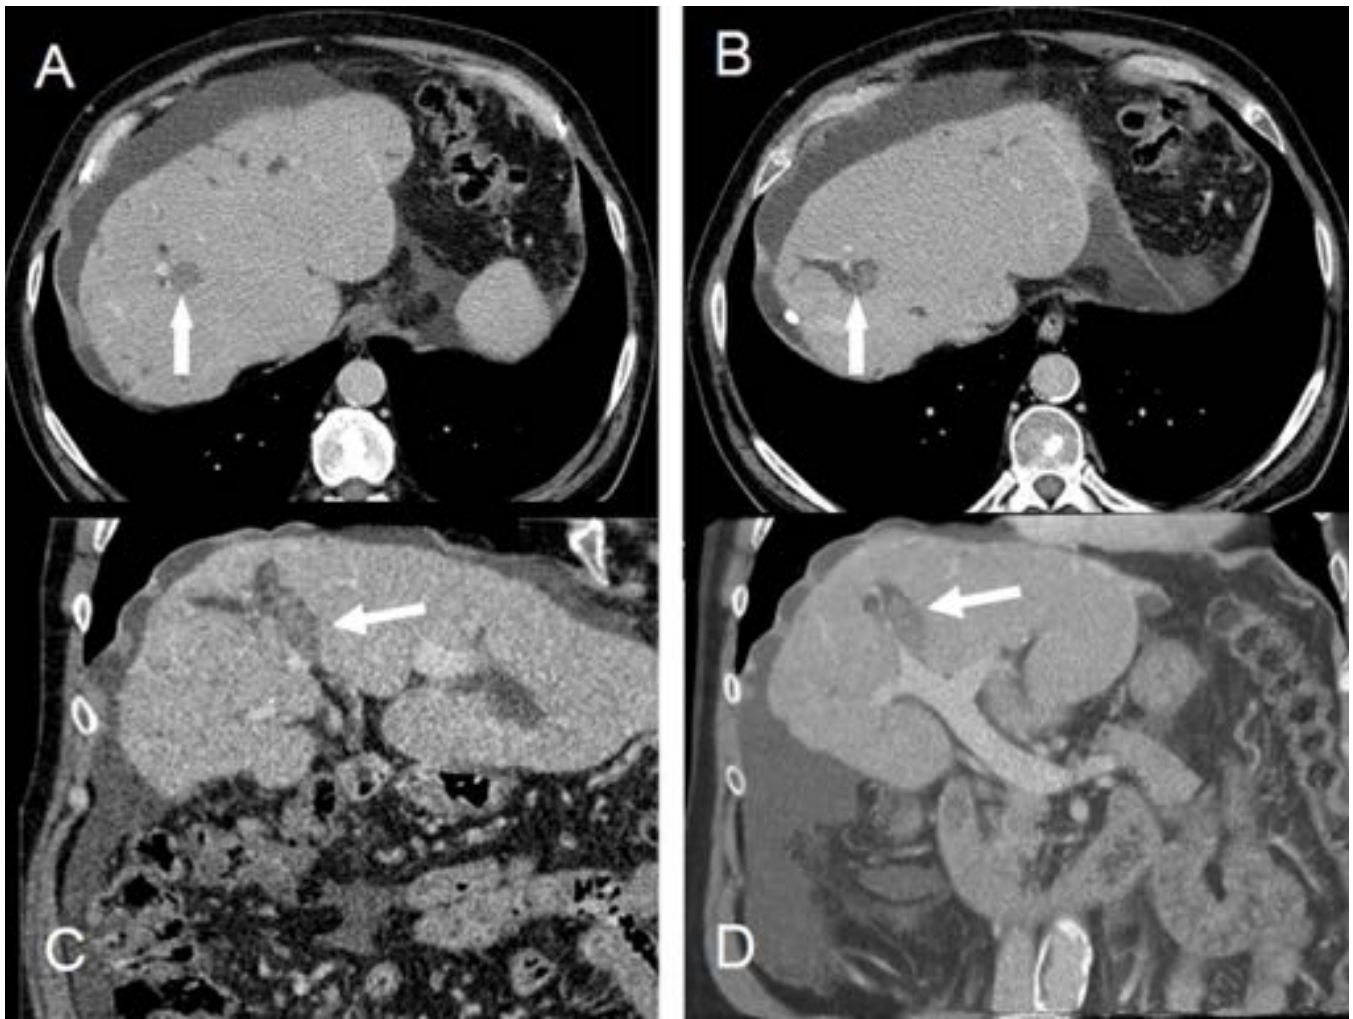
Paciente con hepatopatía crónica secundaria a síndrome eosinofílico (A y B). Imagen en plano axial de TC con contraste intravenoso en fase portal en la que se identifica una dilatación de conductos intrahepáticos con material hiperdenso intracanalicular (litiasis) (flechas). (C y D). Reconstrucción coronal y volumétrica donde se observa la dilatación de conductos intrahepáticos con material intraluminal.
